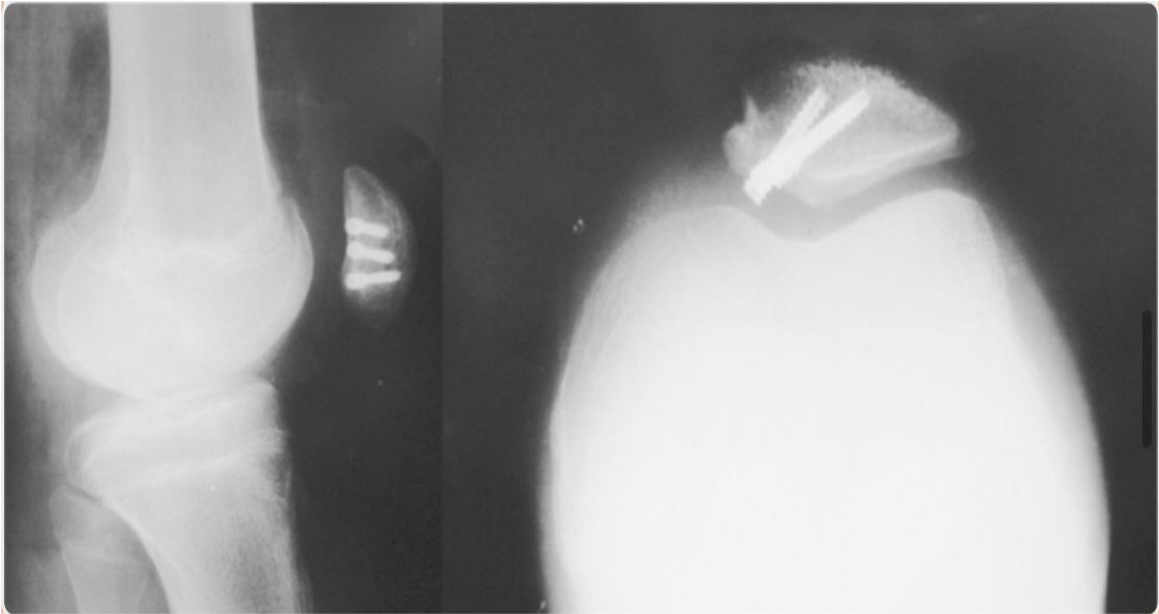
Radiographie de face et de profil du genou montrant une fracture ostéocondrale de la patella traitée par vissage (68)
